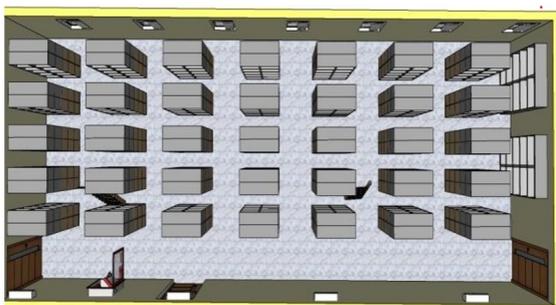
Ruang Kerja Petugas RM tampak atas
